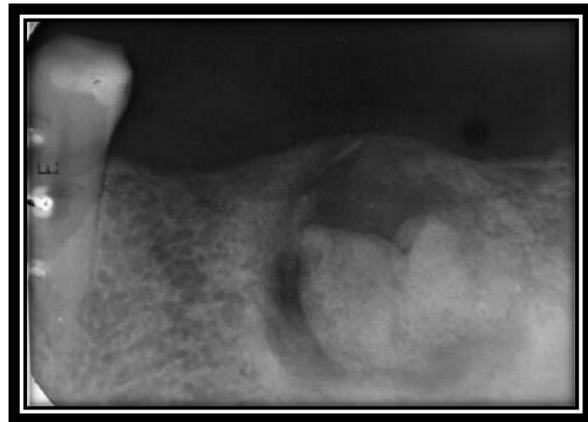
Radiografía de zona de molares izquierda.
